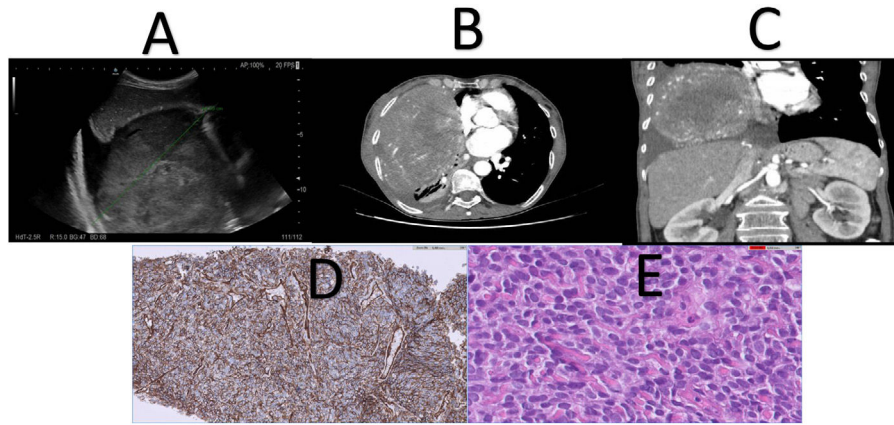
A) Ecografía de abdomen donde se visualiza masa heterogénea dependiente de pleura derecha. B-C) TC de abdomen con contraste intravenoso con cortes axial y coronal de la lesión. D) Células tumorales con positividad nuclear para STAT6. E) Presencia de vasos dilatados y ramificados en «asta de ciervo».
